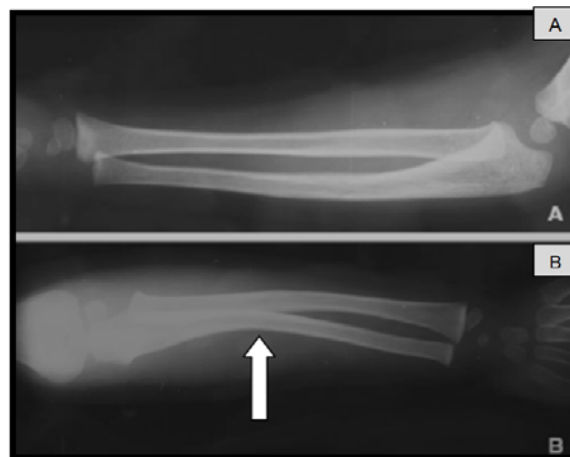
Radiographie de l'avant-bras d'un enfant âgé de 11 ans face (A) et profil (B) objectivant une déformation plastique des 2 os de l'avant-bras (visible surtout sur le profil).
